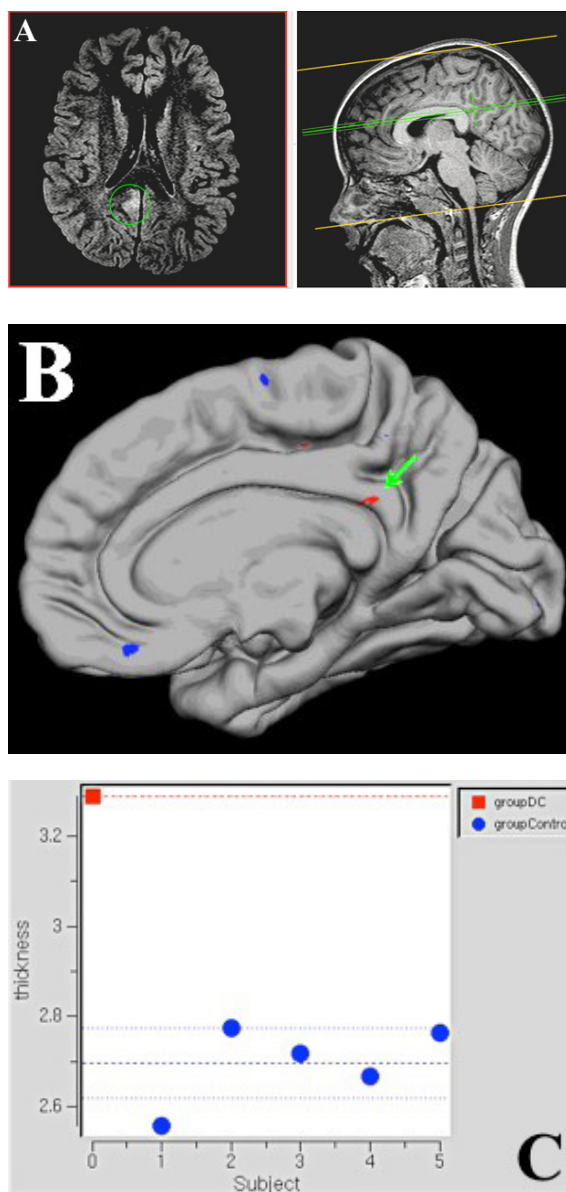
Paciente de 9 años con displasia cortical en el giro del cíngulo derecho. A. Ubicación de la displasia en las imágenes FLAIR axial y T1 sagital. B. Localización automática de la zona displásica a partir de la diferencia significativa entre el grupo control y el sujeto. C. Gráfica de espesor cortical Vs. sujeto; el cuadro rojo corresponde al espesor cortical del paciente, el cual tiene un espesor cortical mayor que el grupo control en la zona displásica.
